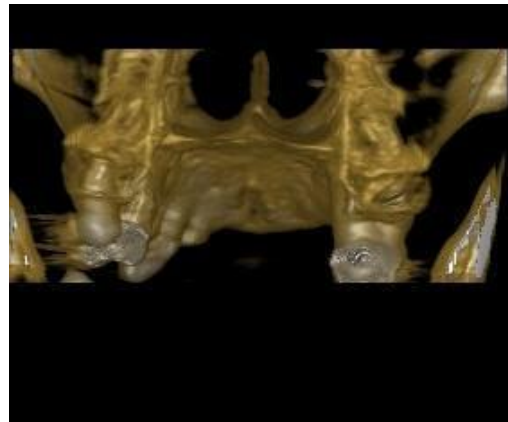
TAC Cone Beam vista axial.
